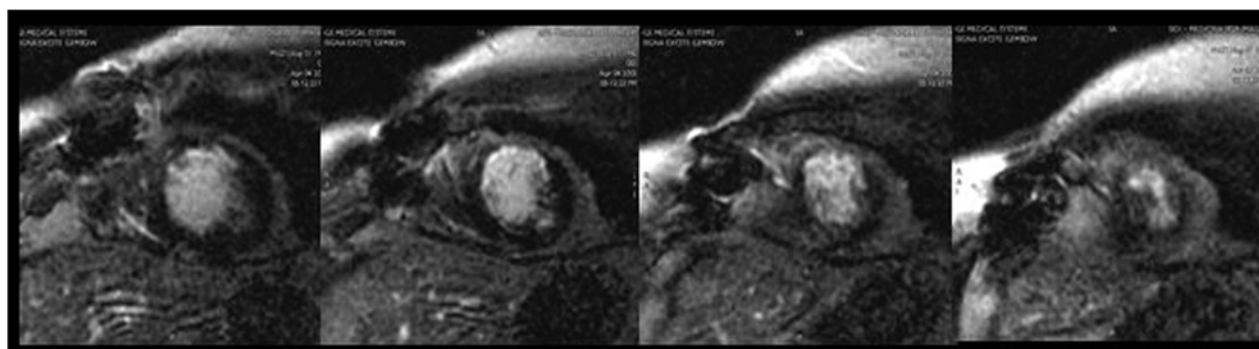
Imagens da RNM pela técnica de realce tardio, evidenciando que não houve modificação significativa na área de necrose transmural (borda esbranquiçada) na parede anterior, no exame 6 meses pós-TC.
